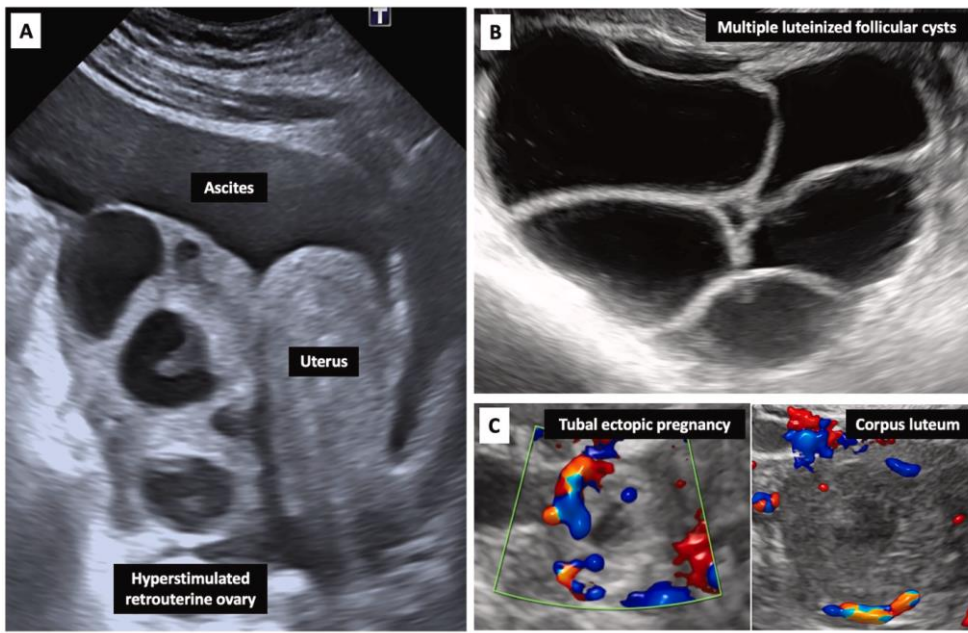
Pregnancy-related maternal adnexal masses: A, hyperstimulated ovaries after ovulation induction; B, *hyperreactio luteinalis*; C, early tubal ectopic pregnancy (left) and corpus luteum (right) sharing similar ultrasound appearance.
